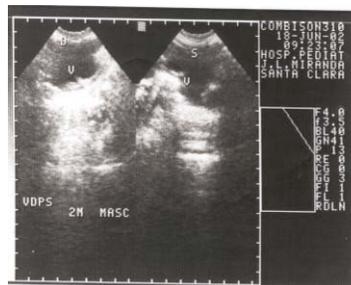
Ultrasonido suprapúbico donde se observa imagen de aspecto diverticular a la derecha de la vejiga.
